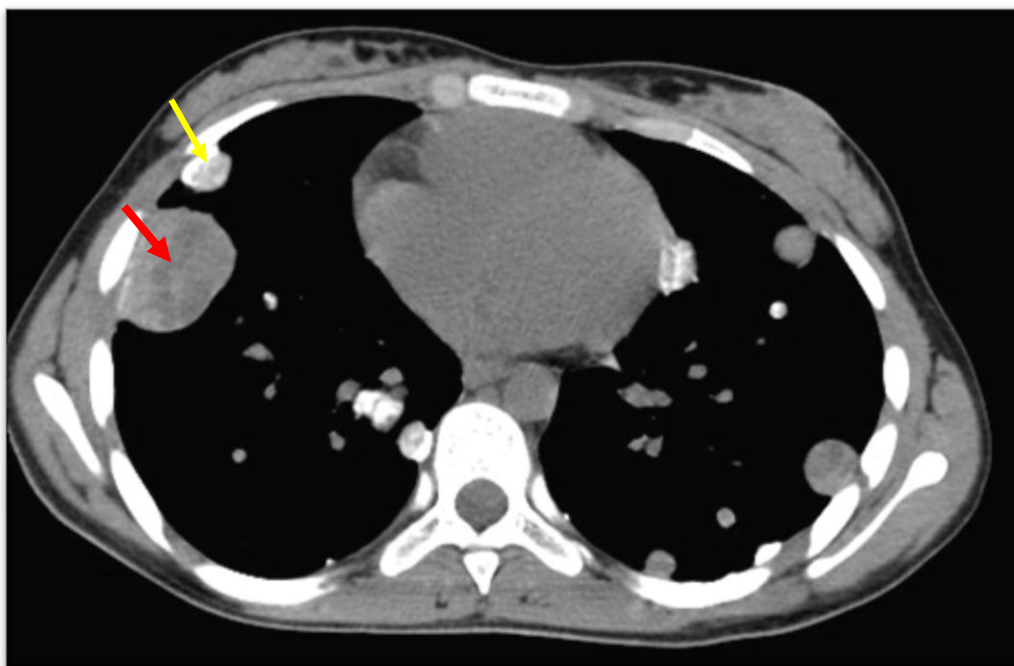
TDM thoracique injectée en coupe axiale montrant : de multiples nodules parenchymateux liquéfiés (flèche rouge) et d'autres calcifiés (flèche jaune), et sous pleurales réalisant un aspect en lâcher de ballon.
